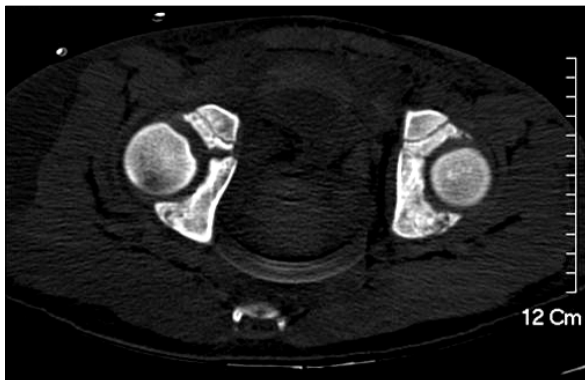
Axial view of pelvis CT on day of arrival showing no dislocation of hip joint.
